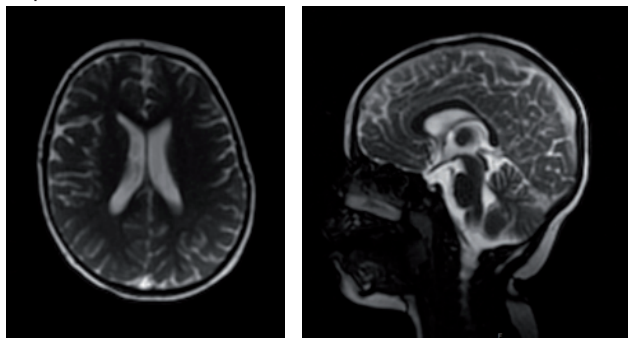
МРТ (1,5 Тl) – органической патологии не выявлено
